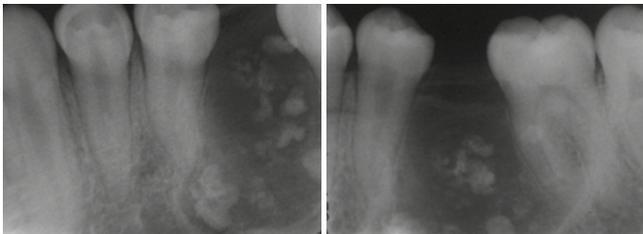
Radiografías retroalveolares periapicales donde se observan las múltiples calcificaciones de densidad similar a tejido dentario.
